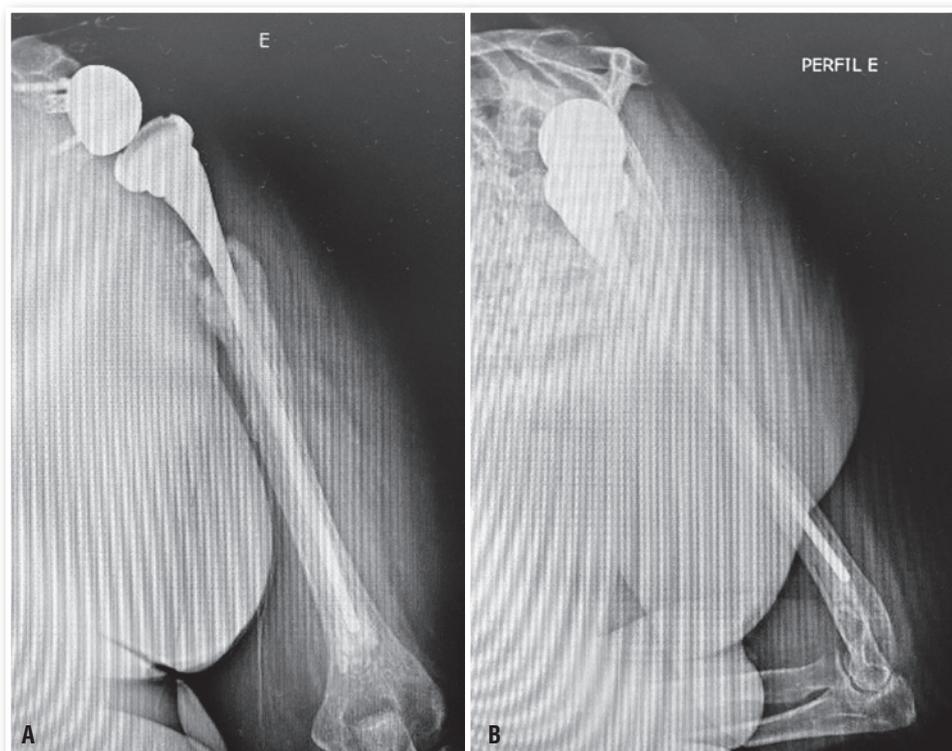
Radiografias pós-operatórias mostrando o reestabelecimento da congruência e estabilidade articular após ressecção da pseudoartrose, artroplastia reversa do ombro com haste umeral longa/cimentada. A. Radiografia anteroposterior. B. Radiografia de perfil.
